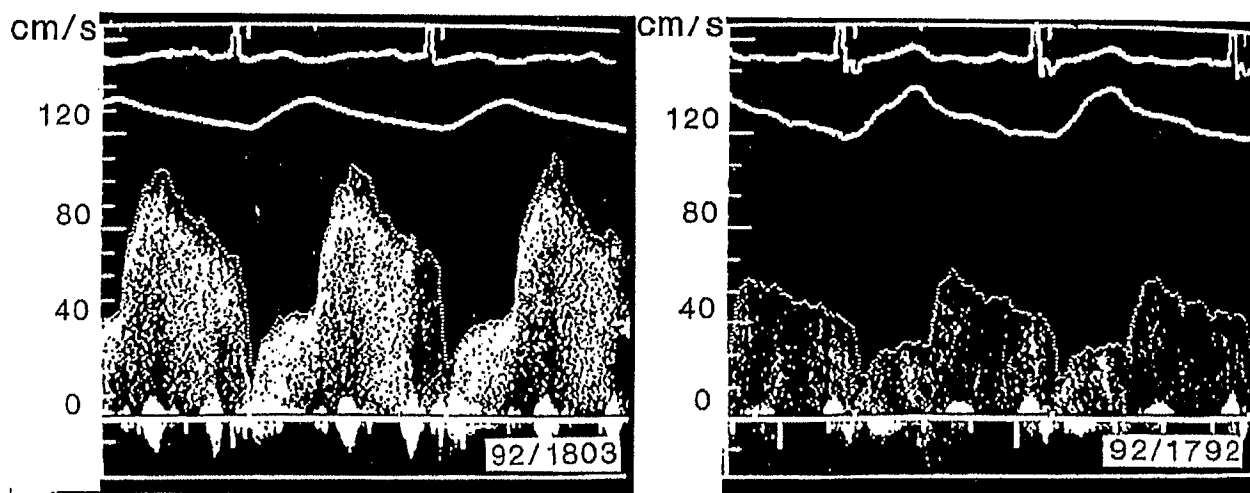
Analyse spectrale en temps réel du signal doppler, permettant le calcul instantané du pic moyenné de vitesse et du pic de vitesse maximale instantanée. À gauche: enregistrement du flux d'une coronaire circonflexe angiographiquement normale. À droite: enregistrement du flux coronaire d'une interventriculaire antérieure présentant une sténose de 56 % du diamètre de référence.
